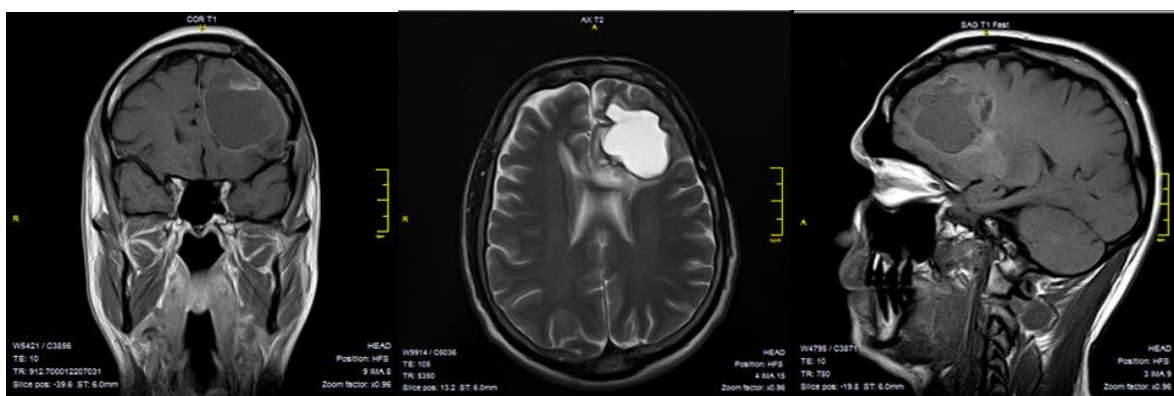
МРТ-изображение (без контрастирования) головного мозга больного с глиомой кистозного характера левой лобной доли
